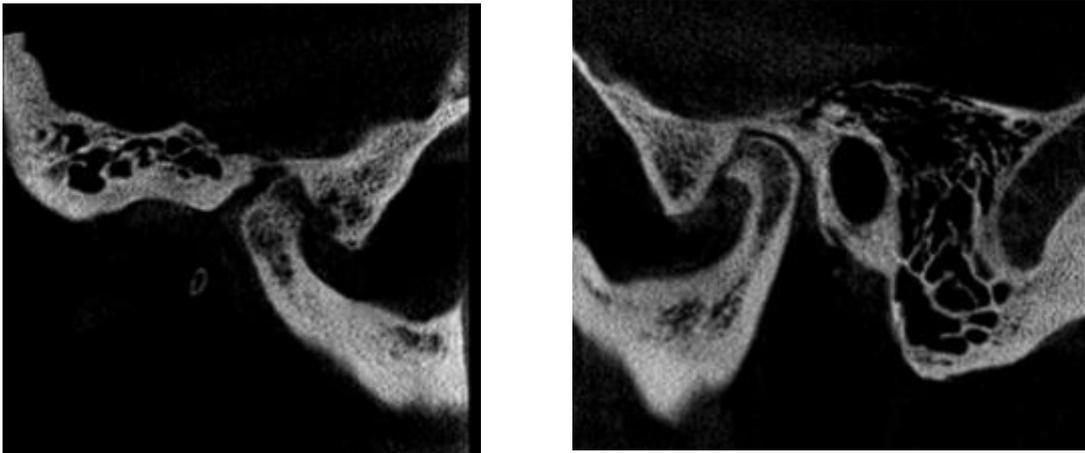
Tomografía Computada de Haz Cónico de ATM derecha e izquierda que evidencian la gran destrucción y remodelación a la superficie articular de ambos cóndilos mandibular y la remodelación de la fosa articular. [15]
